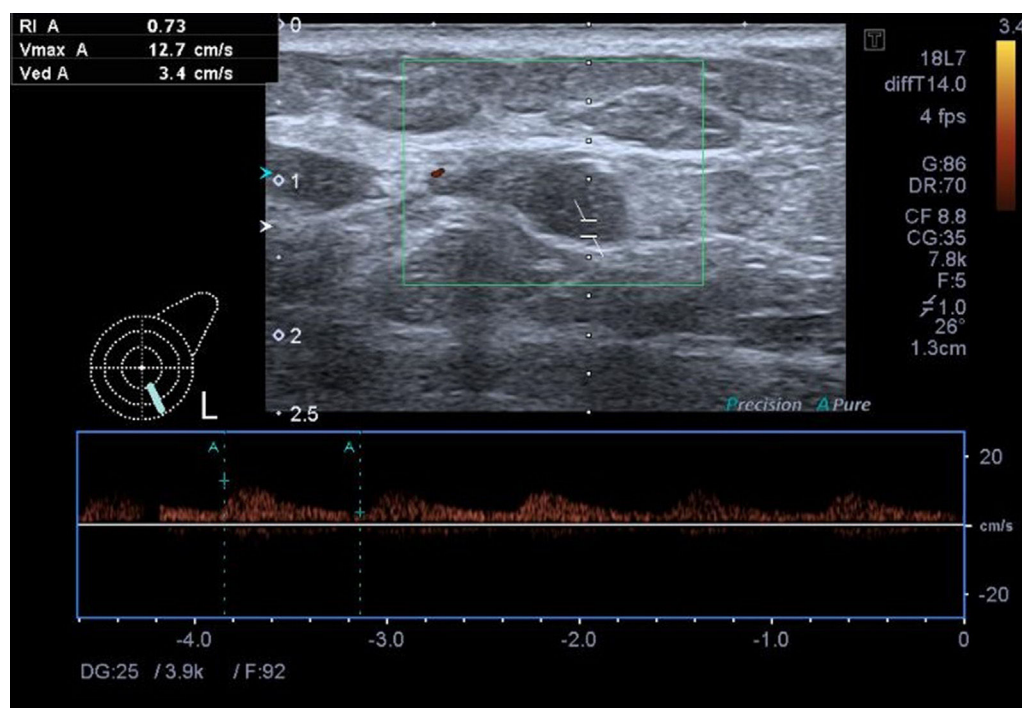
La valoración Doppler color pone de manifiesto un flujo arterial de baja resistencia.
